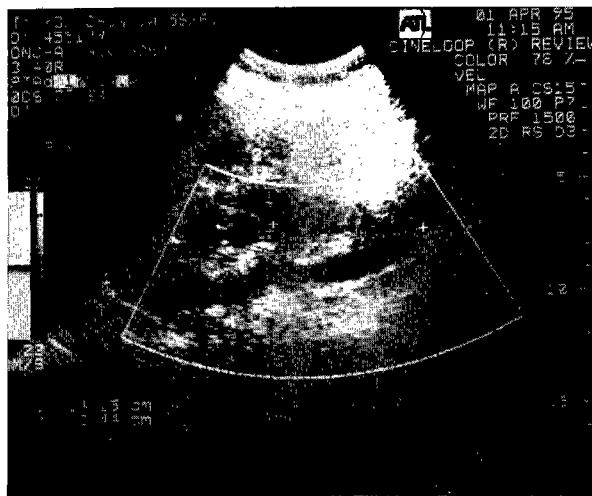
Postoperative doppler ultrasonography
